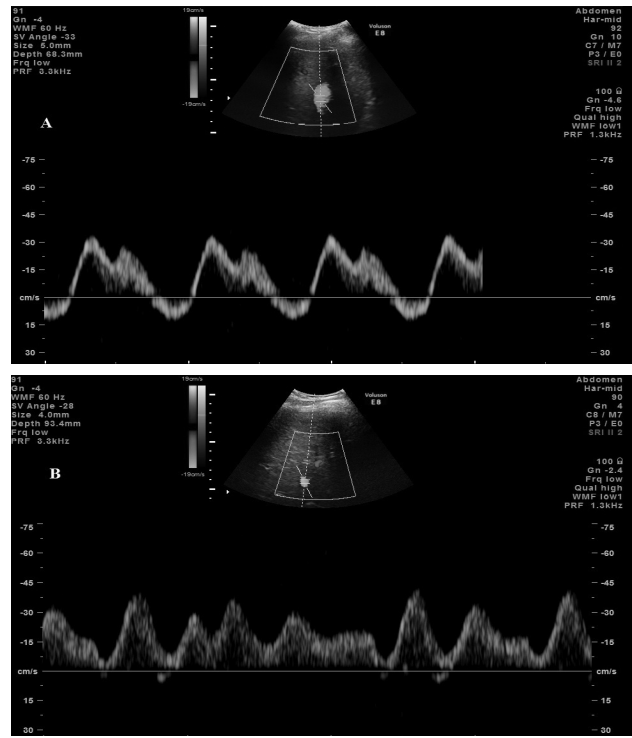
Spectrul dopplerografic la nivelul venelor hepatice (A – normă, B – ciroză hepatică)
